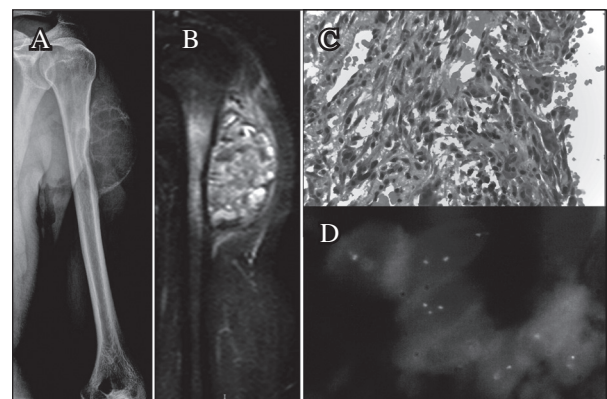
Quiste óseo aneurismático. Quiste óseo aneurismático en un varón de 20 años. (A) La imagen muestra una radiografía simple con una imagen insuflante. (B) Resonancia magnética, que muestra niveles hidroaéreos en el interior de la lesión. (C) La imagen histológica muestra una lesión cuyo estroma contiene células gigantes y células fibroblásticas que tapizan espacios ocupados por sangre. (D) Para el diagnóstico de este caso fue importante demostrar el reordenamiento del gen USP6, del que mostramos una imagen representativa de FISH.
